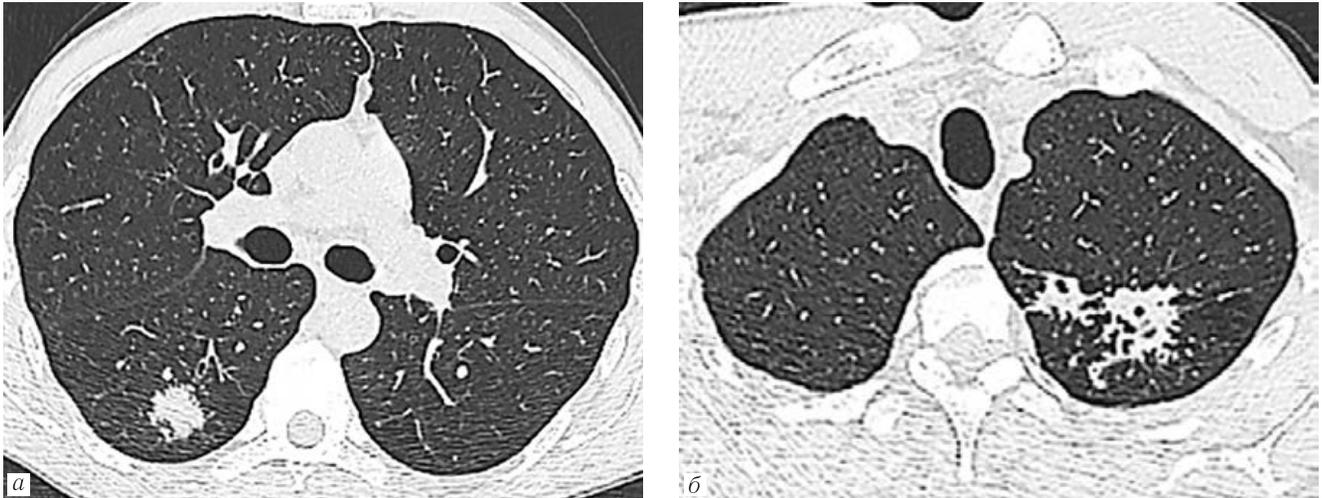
МСКТ ОГК больного Д., 38 лет. Диагноз: ВИЧ-инфекция, 4Б стадия, COVID-19, через 5 дней от начала заболевания: *а* — участок консолидации легочной ткани в нижней доле правого легкого; *б* — посттуберкулезные изменения в верхней доле левого легкого
